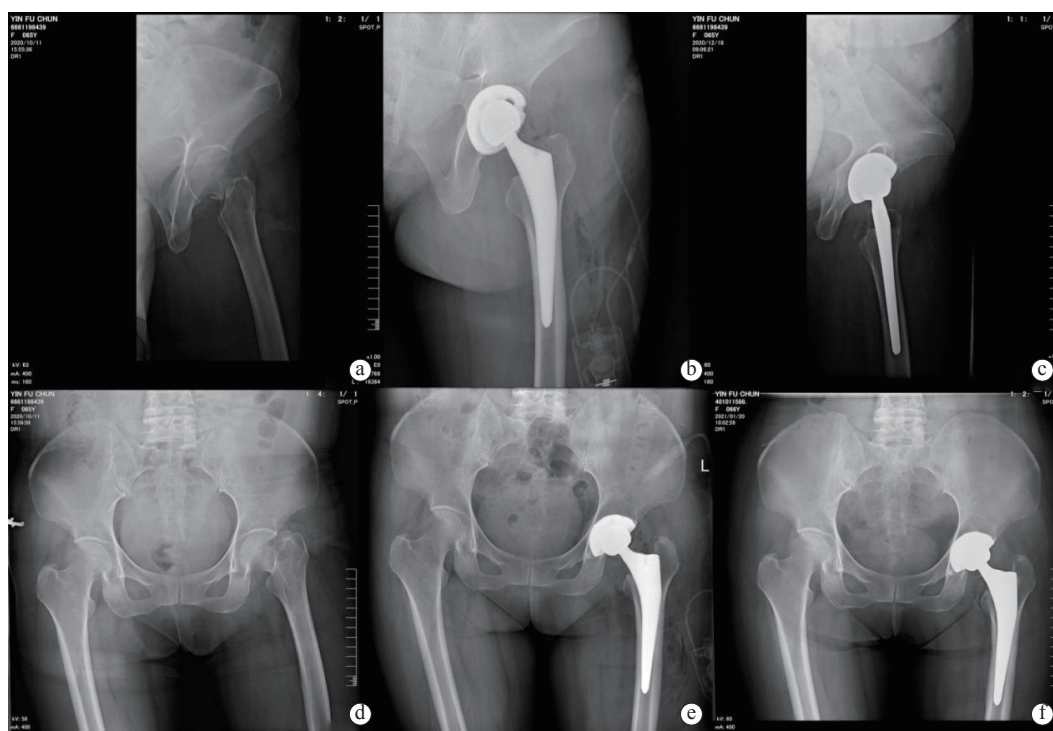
患者A影像学资料 a. 术前左侧位X线片 b. 术后1 d左侧位X线片 c. 术后3个月左侧位X线片 d. 术前正位X线片 e. 术后1 d正位X线片 f. 术后3个月正位X线片
